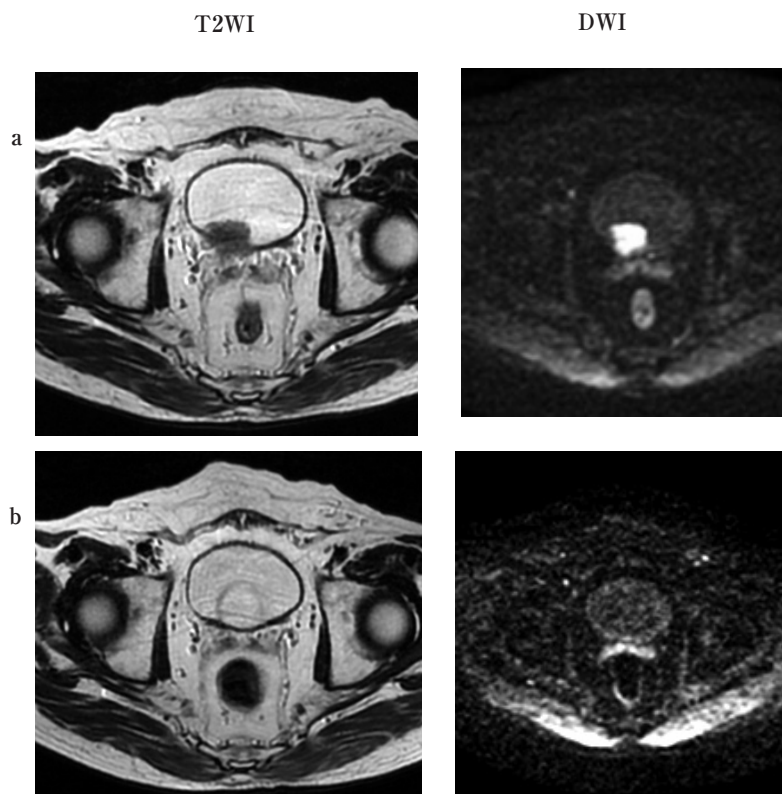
MRI images of No.2 patient
